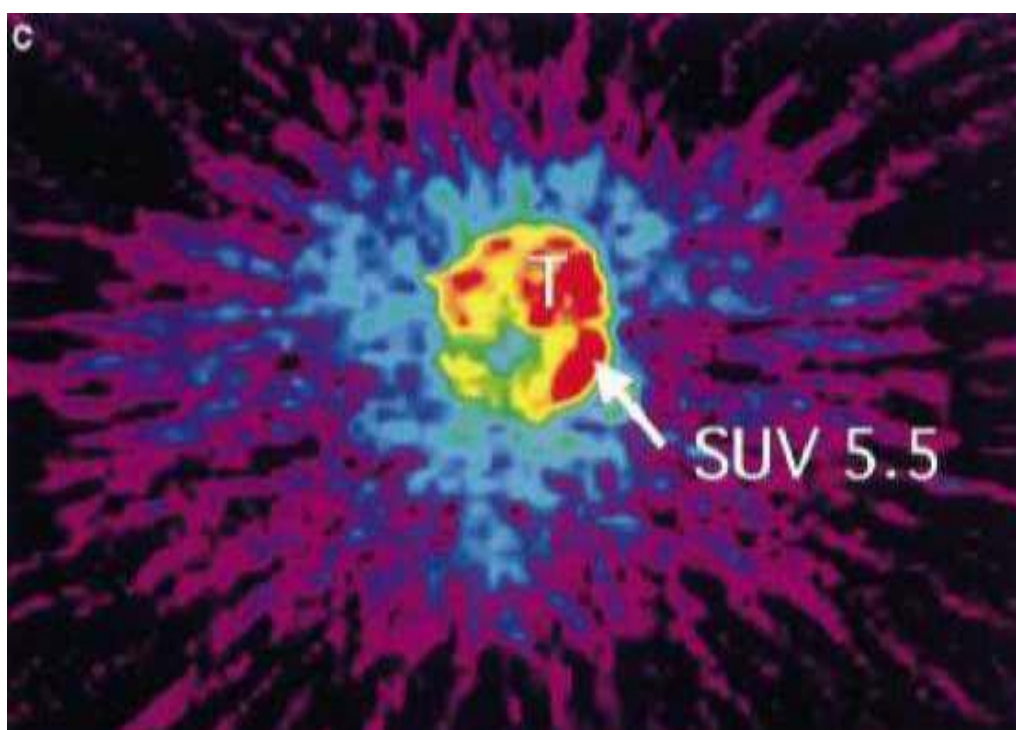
Image PET-FDG en coupe transaxiale de la même patiente porteuse de SSE (figure IRM) montrant une accumulation de FDG au niveau de la tumeur T (247)
